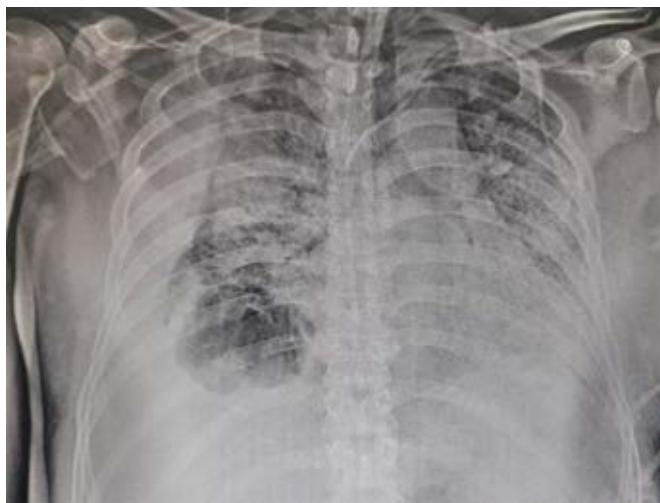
Radiografía anteroposterior de tórax que muestra opacidades alveolares e imagen radiolúcida en el tercio inferior derecho.
